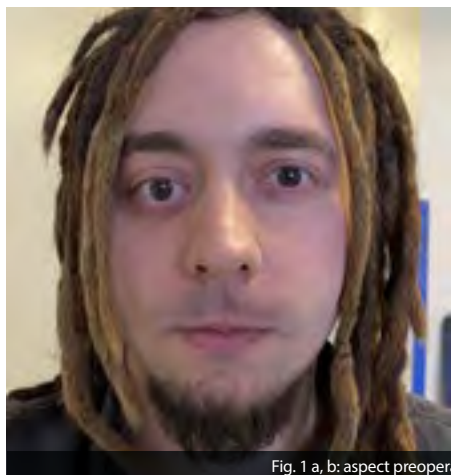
a, b: aspect preoperator clinic si imagintic (RMN)
